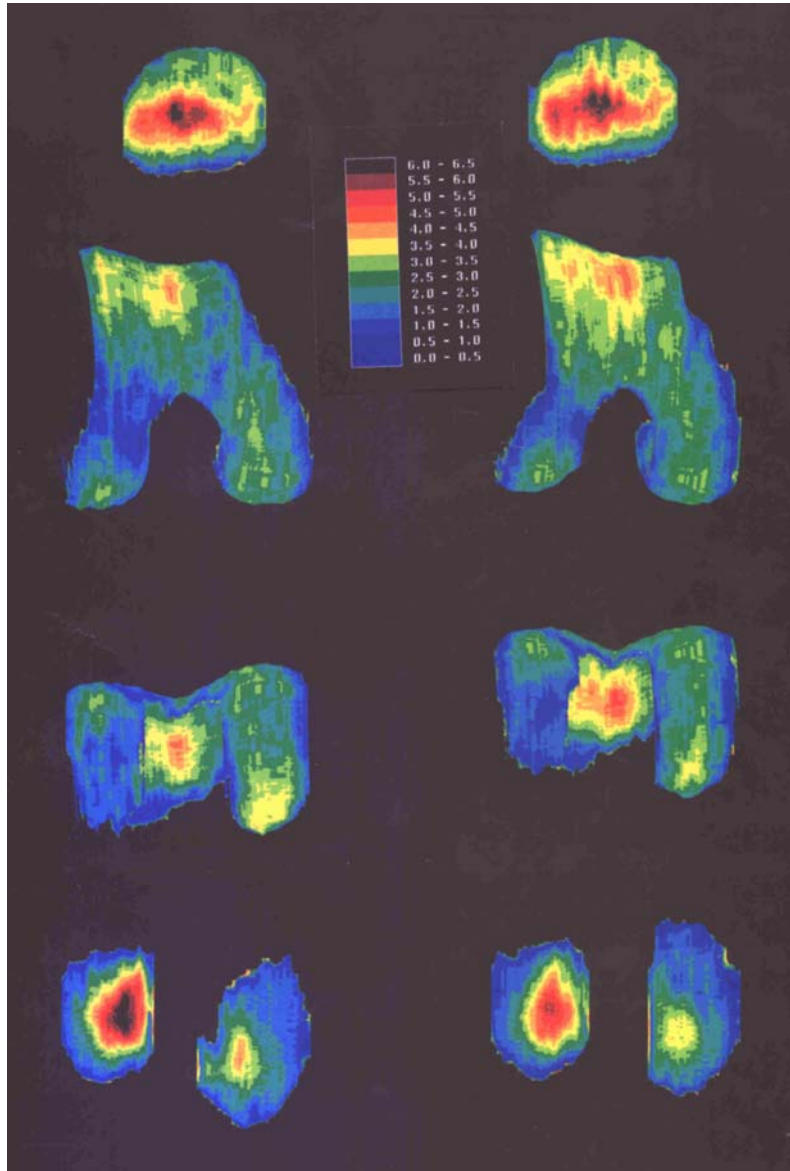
Darstellung der regionalen Verteilung der Knorpeldicke im Kniegelenk aus dreidimensional rekonstruierten Datensätzen; direkte Gegenüberstellung von MRT (links) und CT-Arthrographie (rechts); Ansicht der Patella von dorsal (oben), des Femurs von ventral (Mitte oben), des Femurs von dorsoinferior (Mitte unten) und des Tibiaplateaus von superior. Die Farbwerte entsprechen der Dicke in Millimeter (siehe Farbskala in Bildmitte).
